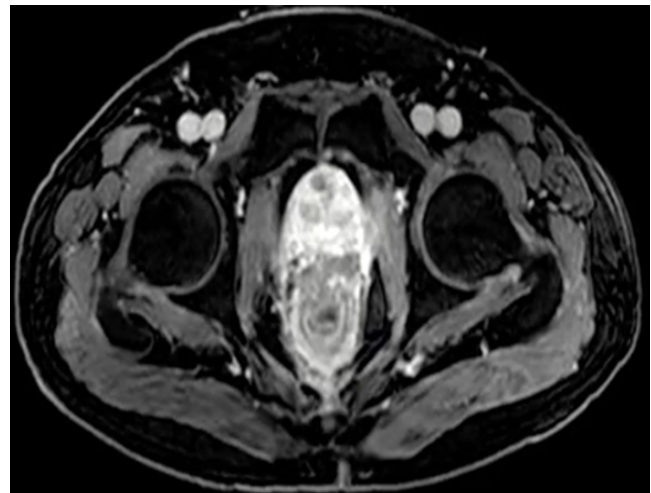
Resonancia magnética con gadolinio que evidencia el engrosamiento concéntrico de la pared rectal con compromiso de la serosa anterior. Imagen propiedad de los autores.
